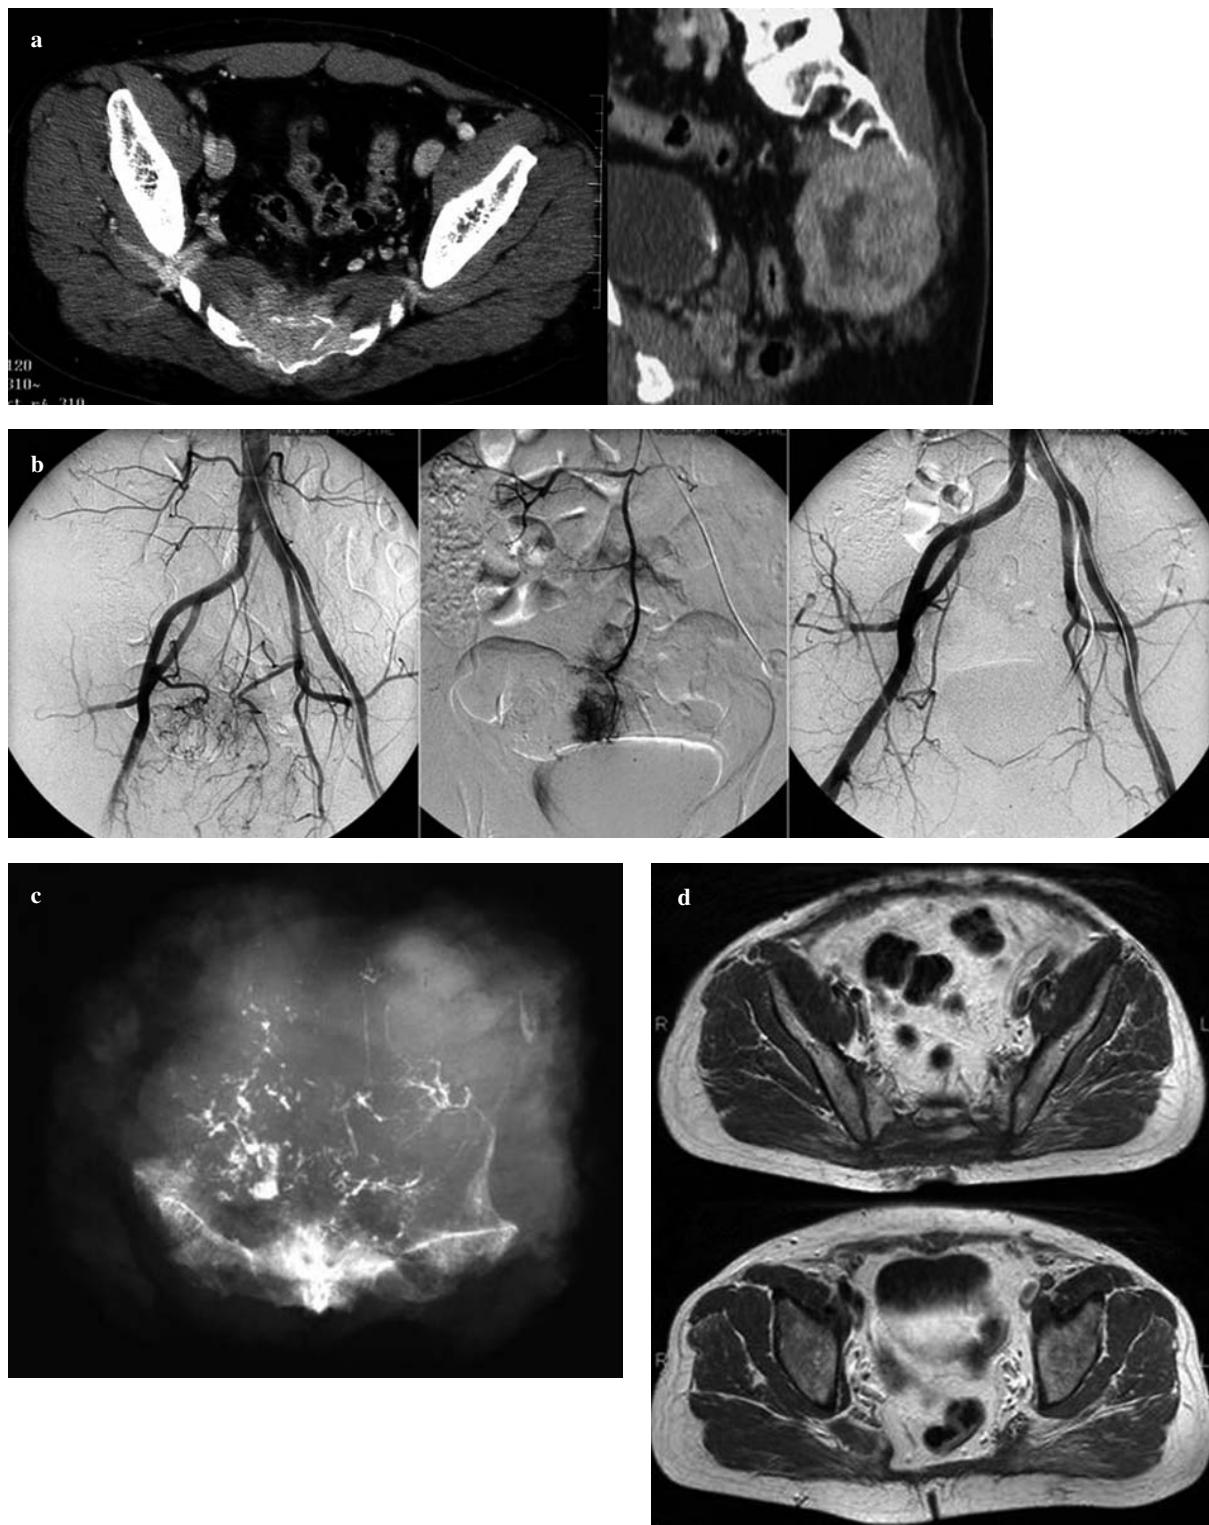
Axial (left) and sagittal (right) computed tomography of a 32-year-old man with giant-cell tumour of the sacrum. b Preoperative selective angiography and embolisation of the feeding vessels originating from the internal iliac arteries (left) and middle sacral artery (centre). Postembolisation angiography (right) showed complete occlusion of the tumour vessels. c Wide tumour resection through partial sacrectomy at the S2 level was performed. d Magnetic resonance images at 3 years show no evidence of local tumour recurrence.
